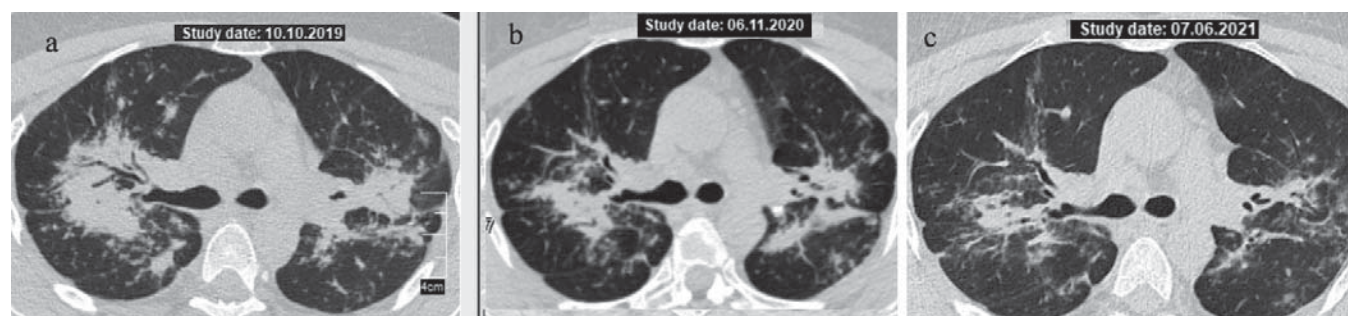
КТ ОГП пацієнтки М., 52 роки: а — на першому візиті до лікування; б — прогресування при зниженні дози МП до підтримуючої; КТ після завершення монотерапії МТХ
